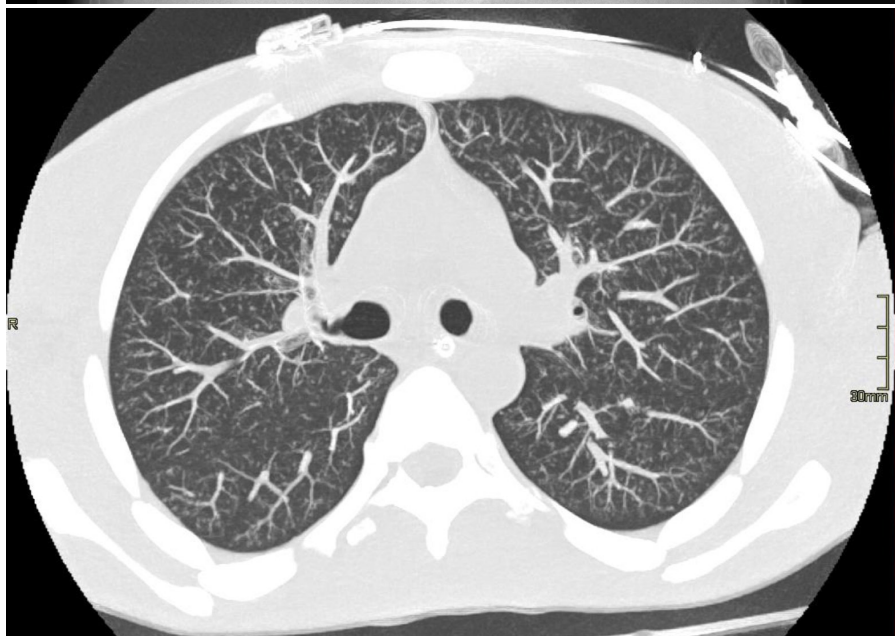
Ejemplo de patrón miliar en TC de tórax en plano axial con reconstrucción MIP.
